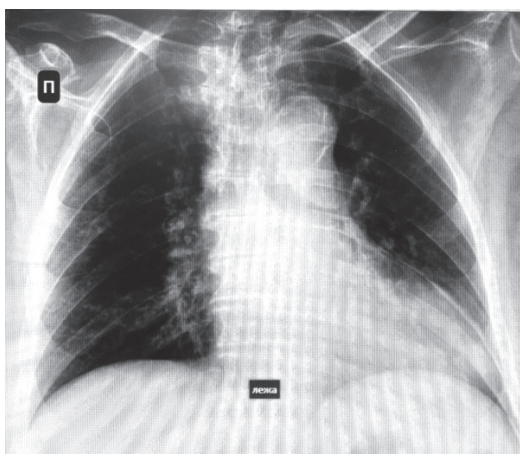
Рентгенограмма ОГК.
